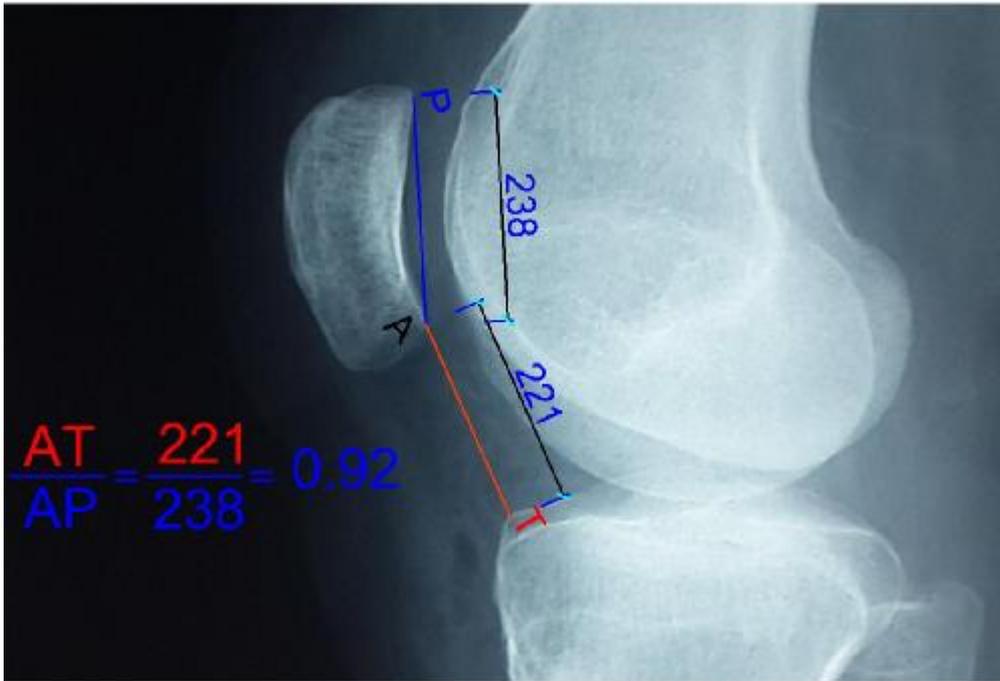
Radiographie de profil évaluant la hauteur rotulienne post opératoires du genou droit du cas numéro 1 pris comme exemple et montrant une normalisation de cette hauteur
